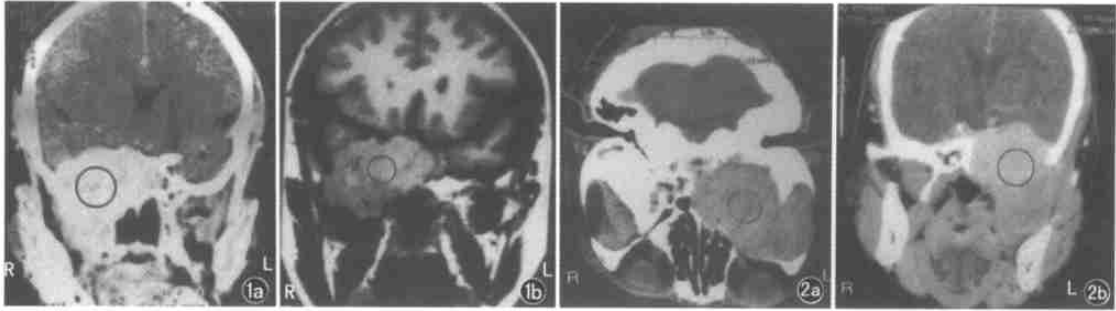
例 1 CT(a)及 MRI(b),○示肿瘤位置 图 2 例 2 CT 轴位(a)及冠状位(b),○示肿瘤位置
